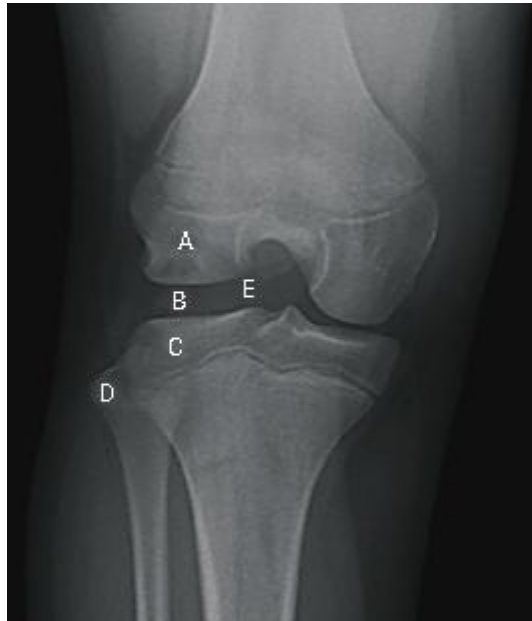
Radiografía simple en proyección anteroposterior: A. Aspecto cuadrado del cóndilo lateral; B. Aumento del espacio articular; C. Ahuecamiento de la meseta tibial lateral; D. Elevación de la cabeza del peroné; E. Hipoplasia de la eminencia tibial lateral.⁽²⁶⁾
